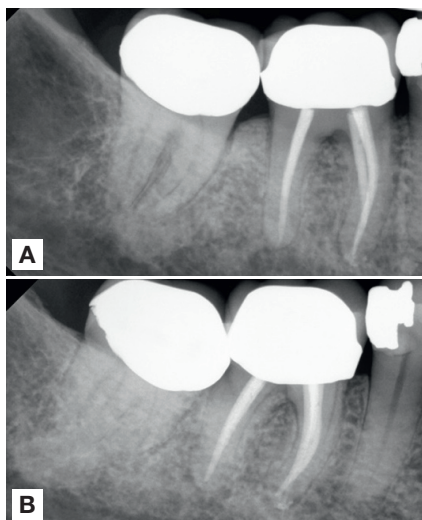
Zdjęcie RTG okołowierzchołkowe zęba 46 po zabiegu (w dniu ponownego leczenia kanałowego) w czerwcu 2022 r.
